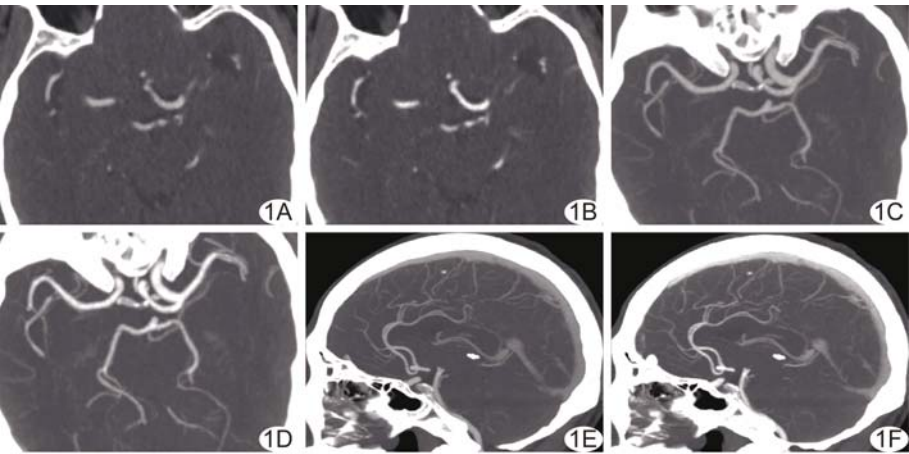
患者男, 58 岁, 左侧大脑前交通动脉瘤 A. 轴位 LB 图, 评分 3 分, 血管 CT 值颈内动脉床突段 258 HU, 大脑中动脉 253 HU, 基底动脉末端 219 HU; B. 轴位 NLB 图, 评分 4 分, 血管 CT 值颈内动脉床突段 403 HU, 大脑中动脉 338 HU, 基底动脉末端 292 HU; C、D. 分别为 LB (C) 及 NLB (D) 的 MIP 轴位图像, 均显示大脑前后循环, NLB 较 LB 图像血管对比度更高; E、F. 分别为 LB (E) 及 NLB (F) 的 MIP 矢状位图像, 较之 BL 图像, NBL 图像远端细小血管分支显示清晰, SNR 及 CNR 更高, 可更清楚显示动脉瘤的形态和边缘
